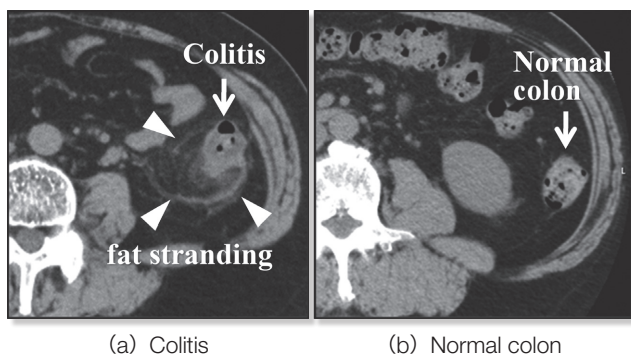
CT image of fat stranding
